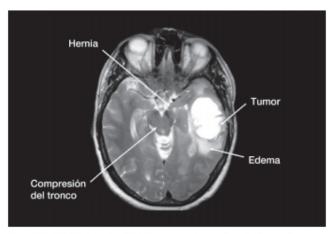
RM de un tumor con edema. La masa expansiva produce una hernia del lóbulo temporal que comprime y deforma el tronco cerebral.
